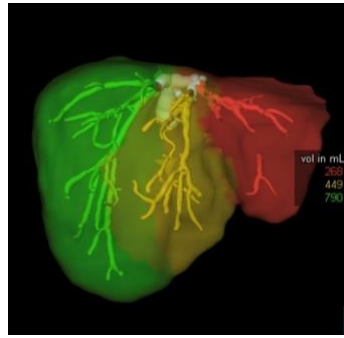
Хворий Т. 3D КТ зображення. Розподіл печінки на васкулярні території відповідно до правої, серединної, лівої печінкових вен.
